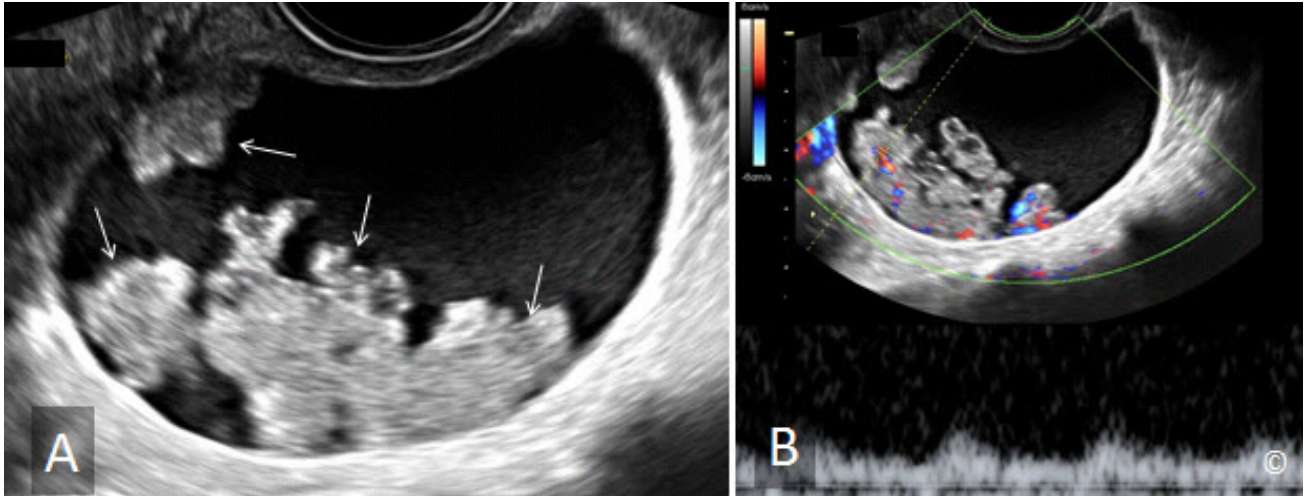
A y B: Ultrasonido transvaginal de un cistoadenocarcinoma seroso del ovario. Obsérvese la presencia de múltiples proyecciones papilares en A (flechas) y en B, el Doppler en color y pulsado muestra la vascularización dentro de las proyecciones papilares.
